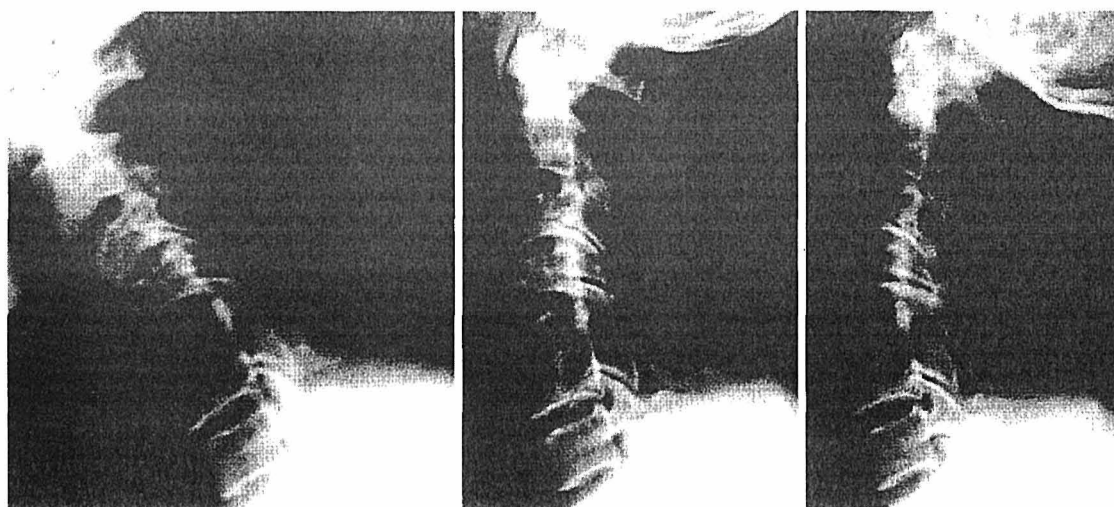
Plain lateral flexion (A), neutral (B) and extension (C) X-ray films of the cervical spine showing fusion of the C5-6 vertebrae. Dynamic study showing no instability.
